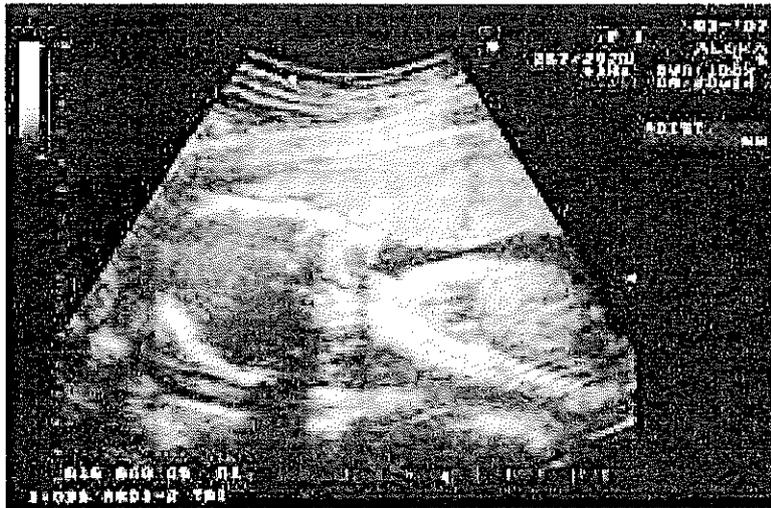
Ecografía obstétrica: Oligohidramnios
